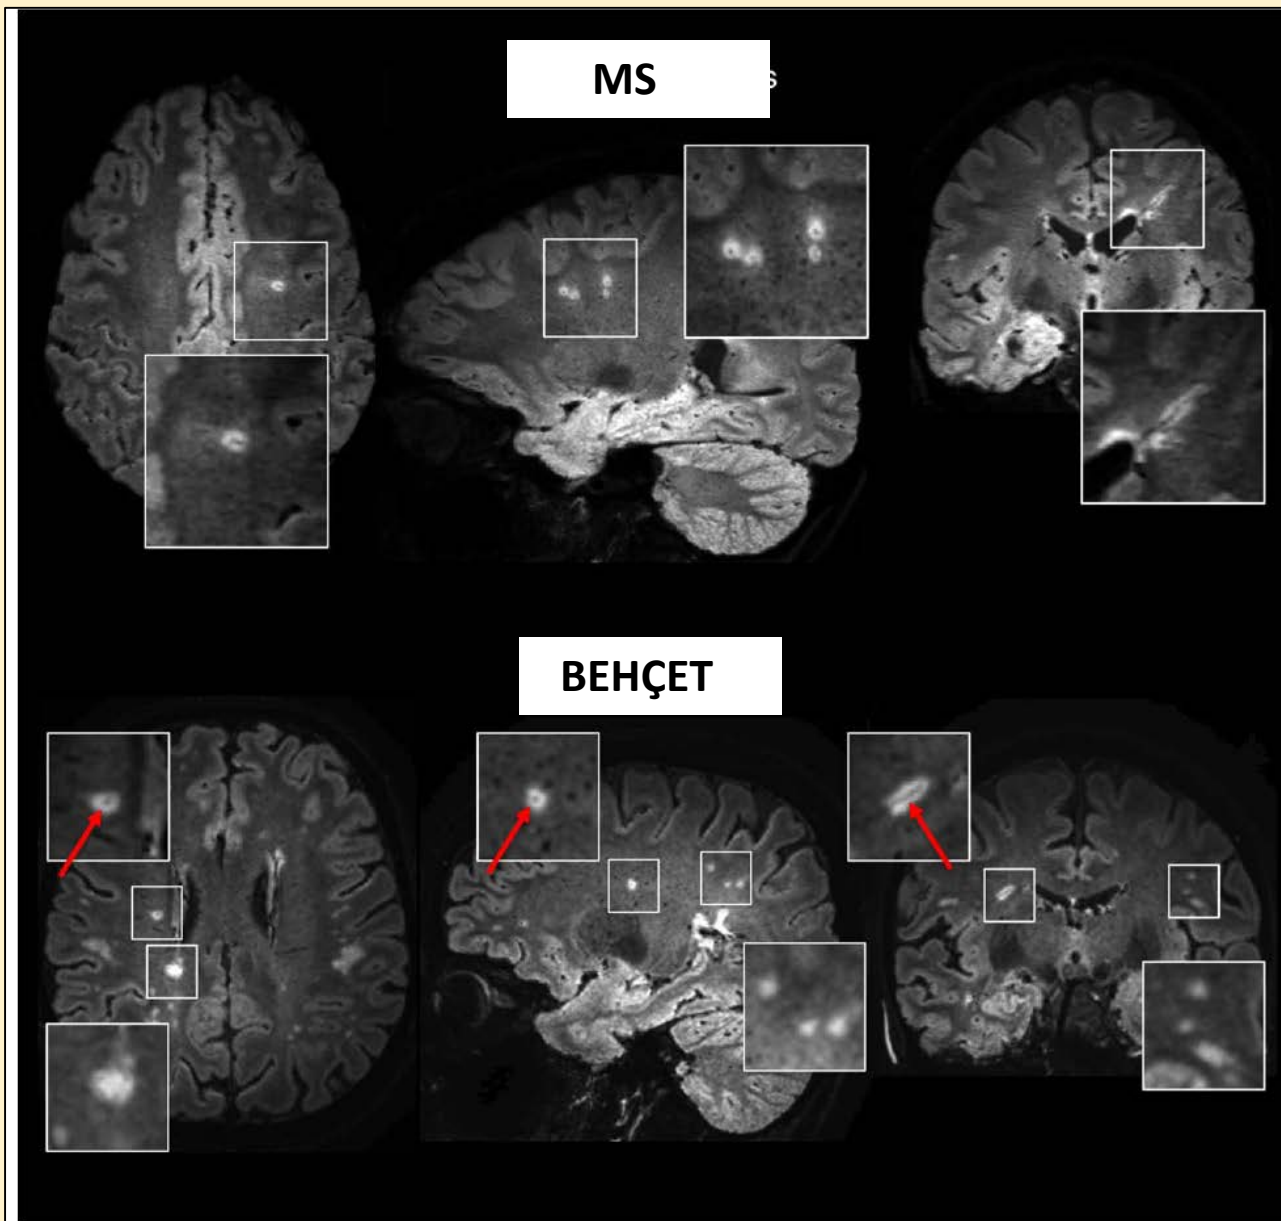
Axial, sagittal, and coronal 3T FLAIR\* images from individuals with relapsing–remitting multiple sclerosis (MS; 30-year-old woman; top) and Behçet disease (42-year-old woman; bottom), respectively. Perivenular MS-like lesions (arrows) can be seen in Behçet disease. Magnified views of representative lesions are displayed in the boxes. [Color figure can be viewed at [www.annalsofneurology.org](http://www.annalsofneurology.org)]
